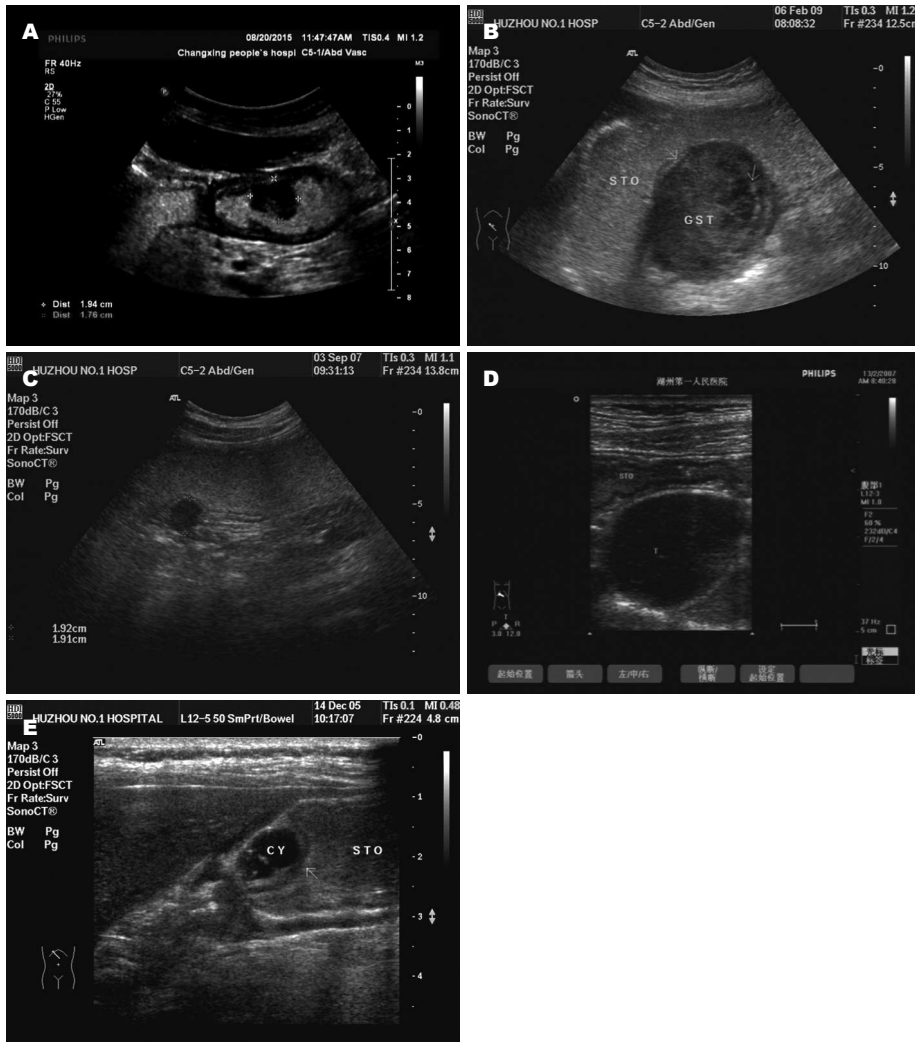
胃黏膜下病变患者服用显像剂超声图像。A: 胃窦部间质瘤; B: 胃底间质瘤; C: 胃体后壁间质瘤; D: 胃体大弯侧间质瘤; E: 胃窦部囊肿。
